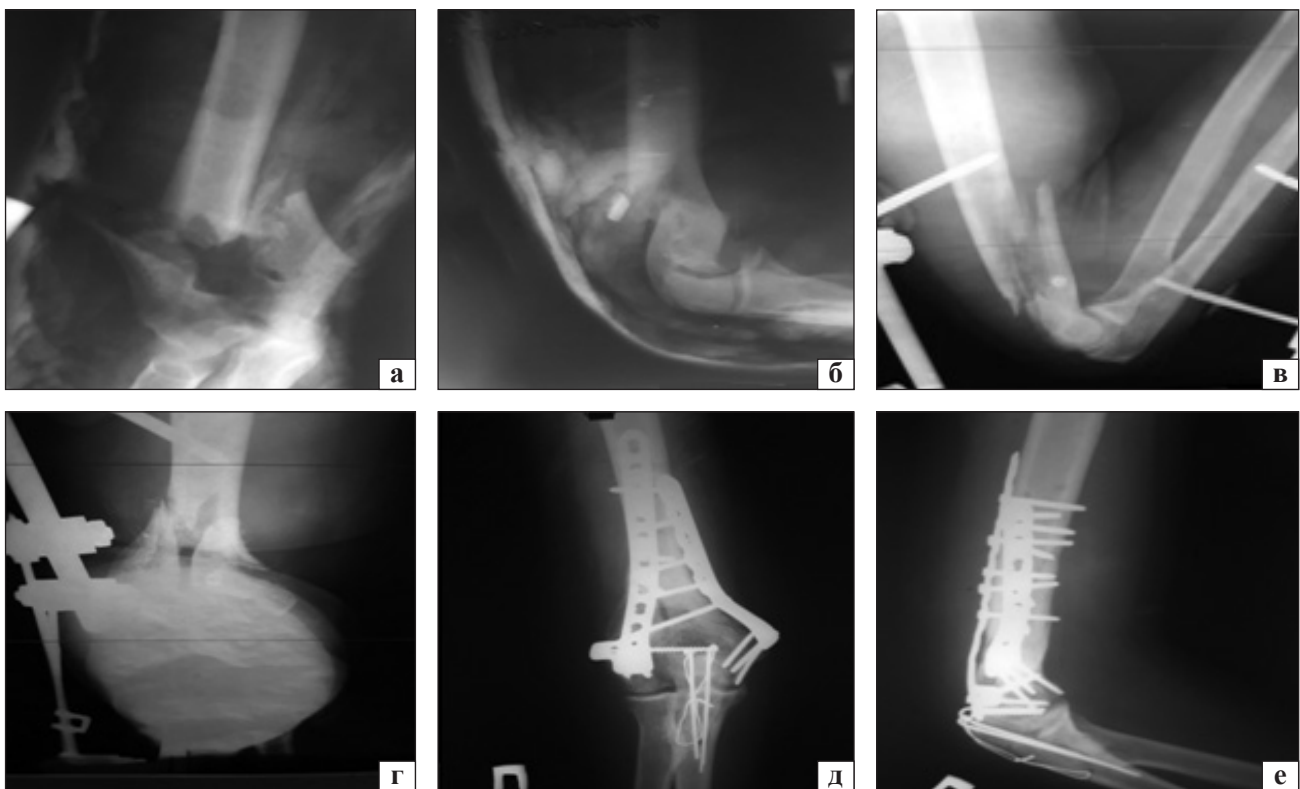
Рентгенограми хворого з вогнепальним переломом дистального відділу плечової кістки до (а, б) та після першого етапу (в, г), після другого етапу (д, е) лікування
